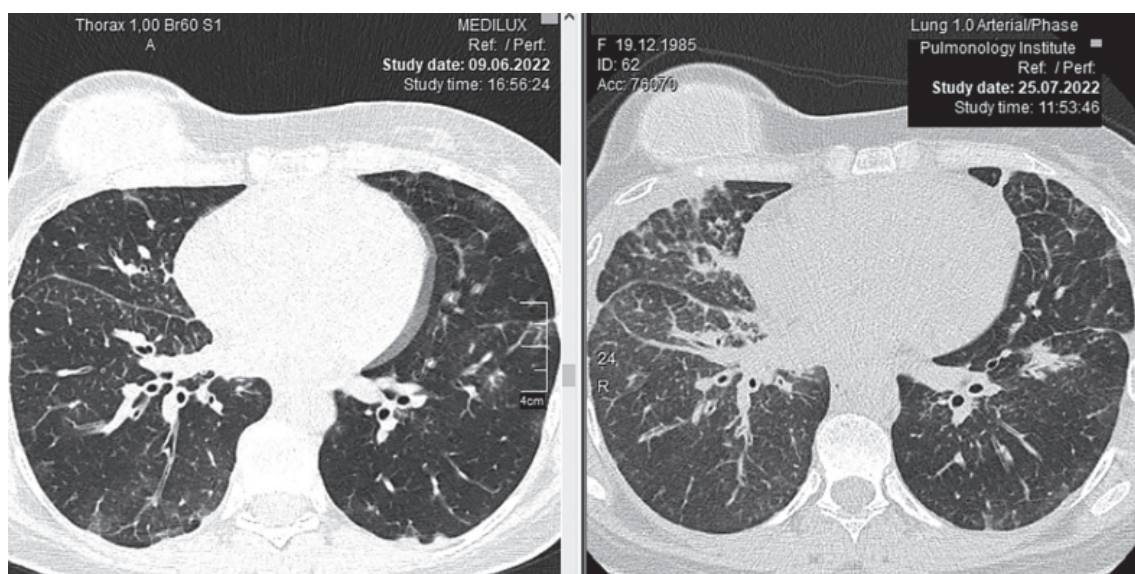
Пацієнтка А., 37 років. КТ: карциноматоз легень з переважним лімфогенним метастазуванням: Сr молочної залози, правостороння мастектомія (2020 р.)
